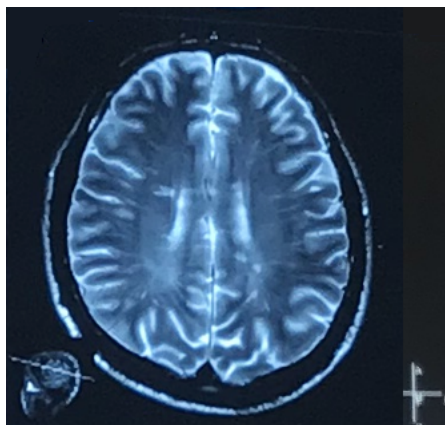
МРТ головного мозга отца пациентки в дебюте заболевания, пациент П-ко Р.Л., история болезни (И/б № 071124-2013)
